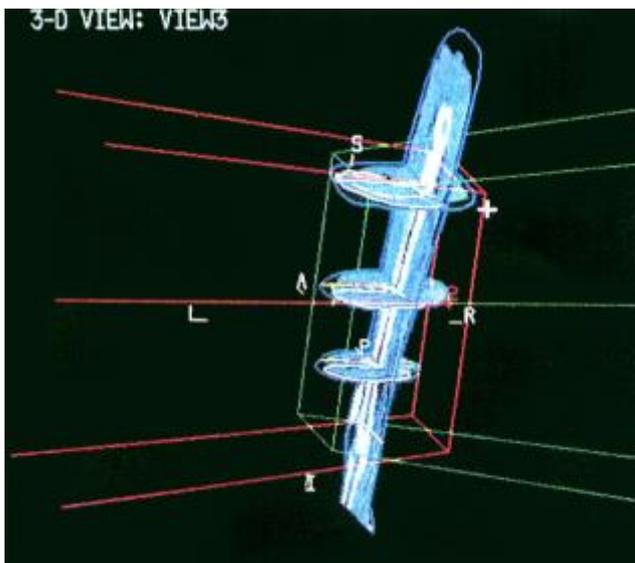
f. Se representan los límites geométricos de los dos haces en verde (haz #1) y rojo (haz #2). La sección sagital del fémur se construyó con 55 secciones de TC, de las cuales se muestran 3.
